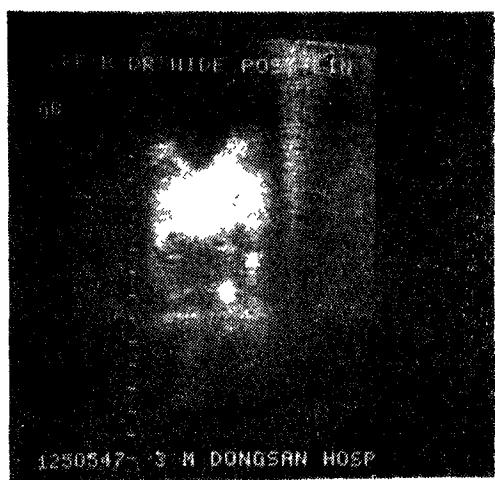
Ultrasonography revealed distended gallbladder.
